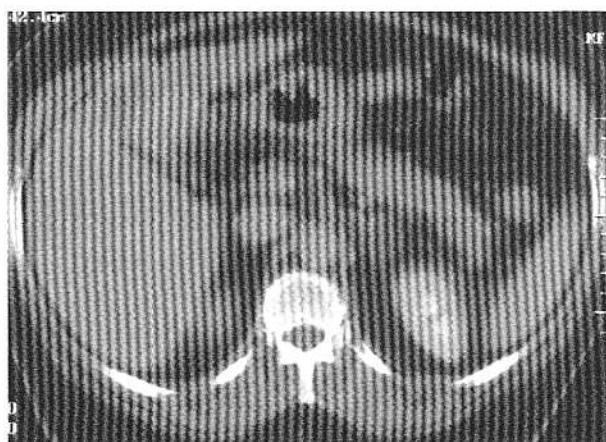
CT (faza tardivă): hemangioma segment IV - omogenizarea masei tumorale.
